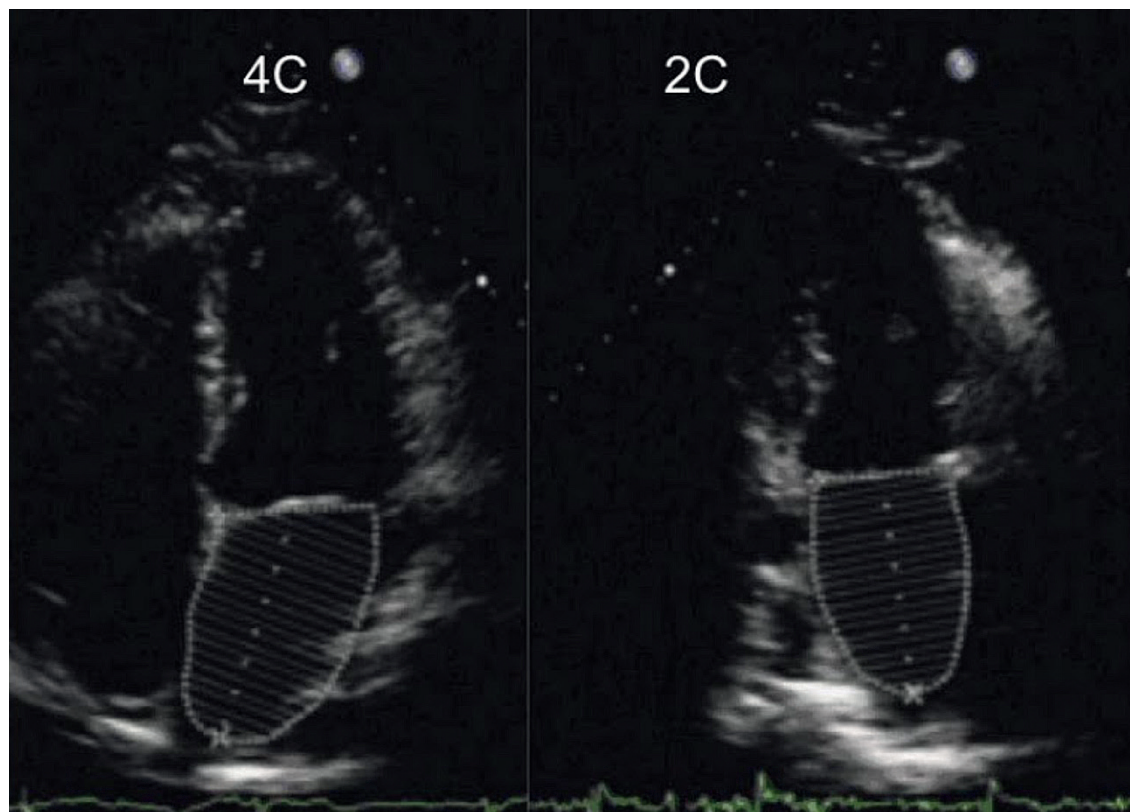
Janela apical 2 e 4 câmaras para cálculo do volume atrial esquerdo.
